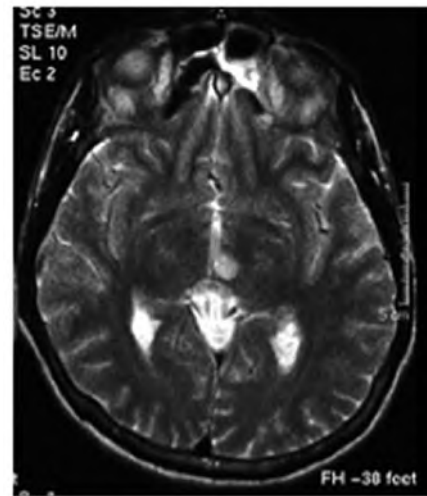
MRI T2 cho thấy nhồi máu động mạch tiểu não trên hai bên [1]
